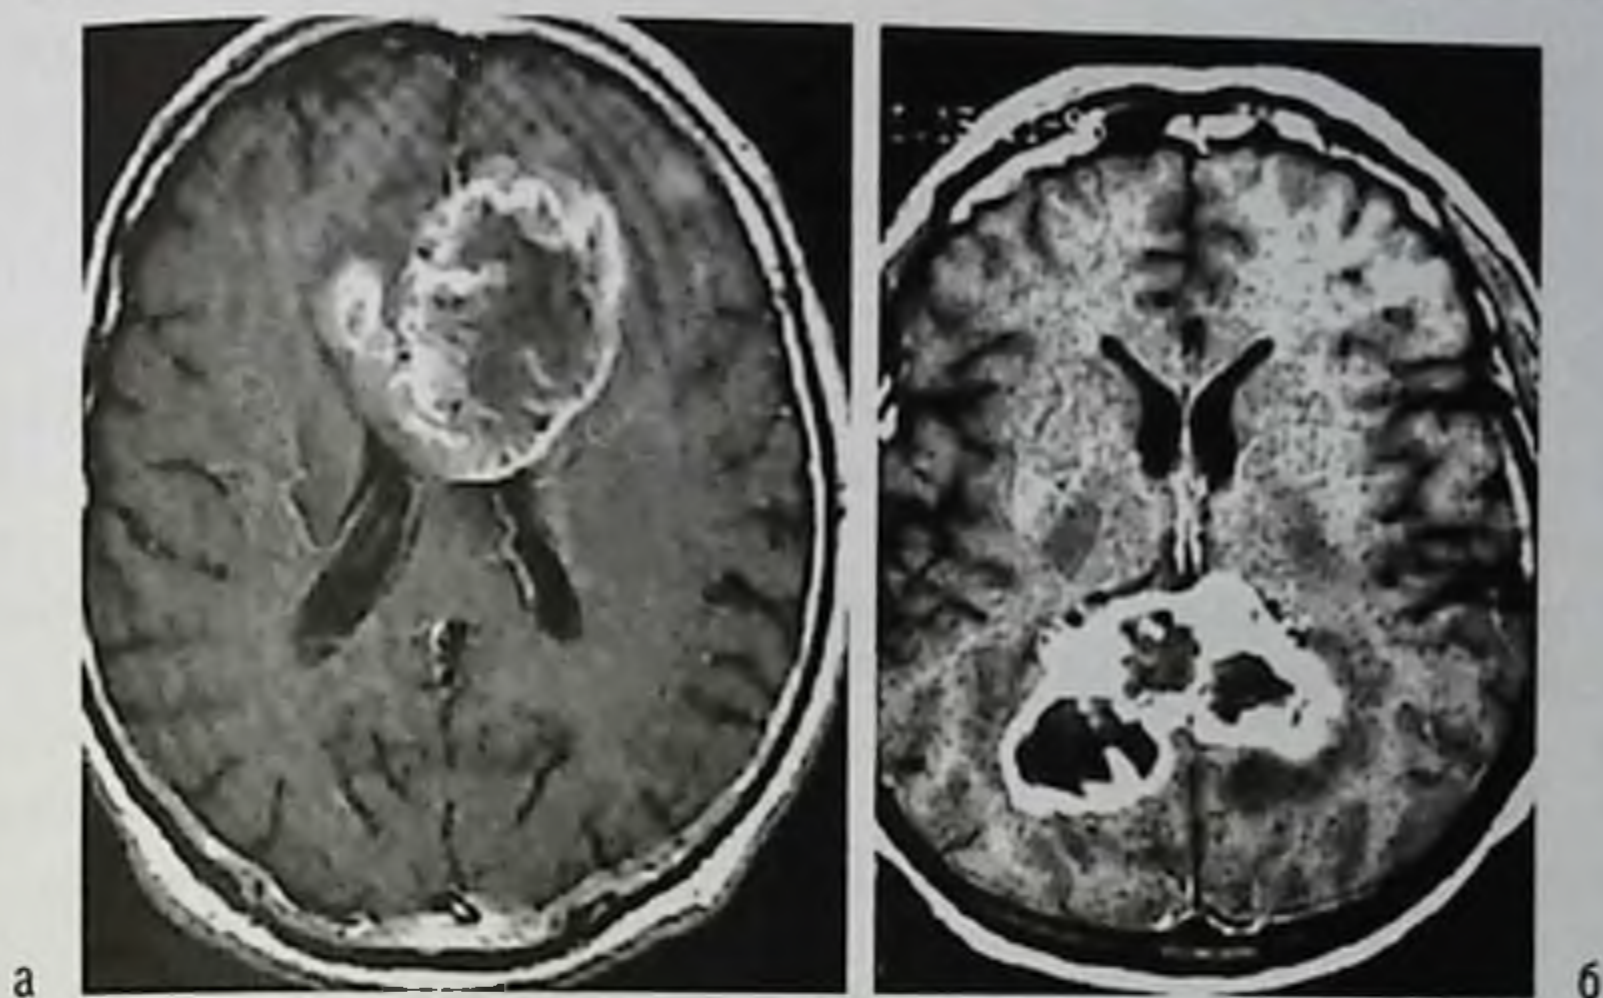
Распространение глиобластомы на противоположное полушарие мозга через отделы мозолистого тела: а — передние; б — задние. Магнитно-резонансная томограмма с контрастным усилением, T1-взвешенные изображения
